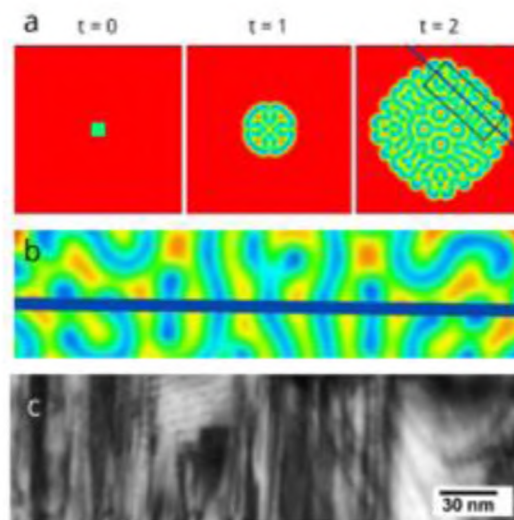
Формирование взаимосвязанной структуры алмаз – SiC в процессе реакционно-диффузионных превращений (а); увеличенный выделенный черным прямоугольником фрагмент взаимопроникающих структур при $t=2$ (б); ПЭМ изображение интерфейса алмаз-карбид кремния с похожей структурой (с)
